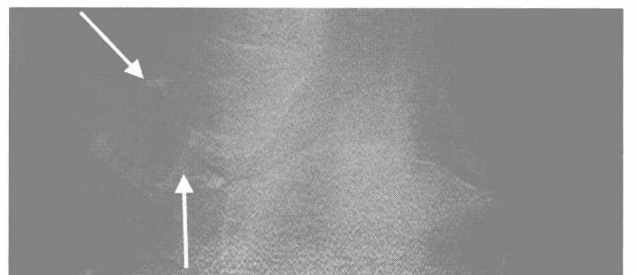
X线断层影像显示右锁骨内侧端骨折(箭),左侧正常
